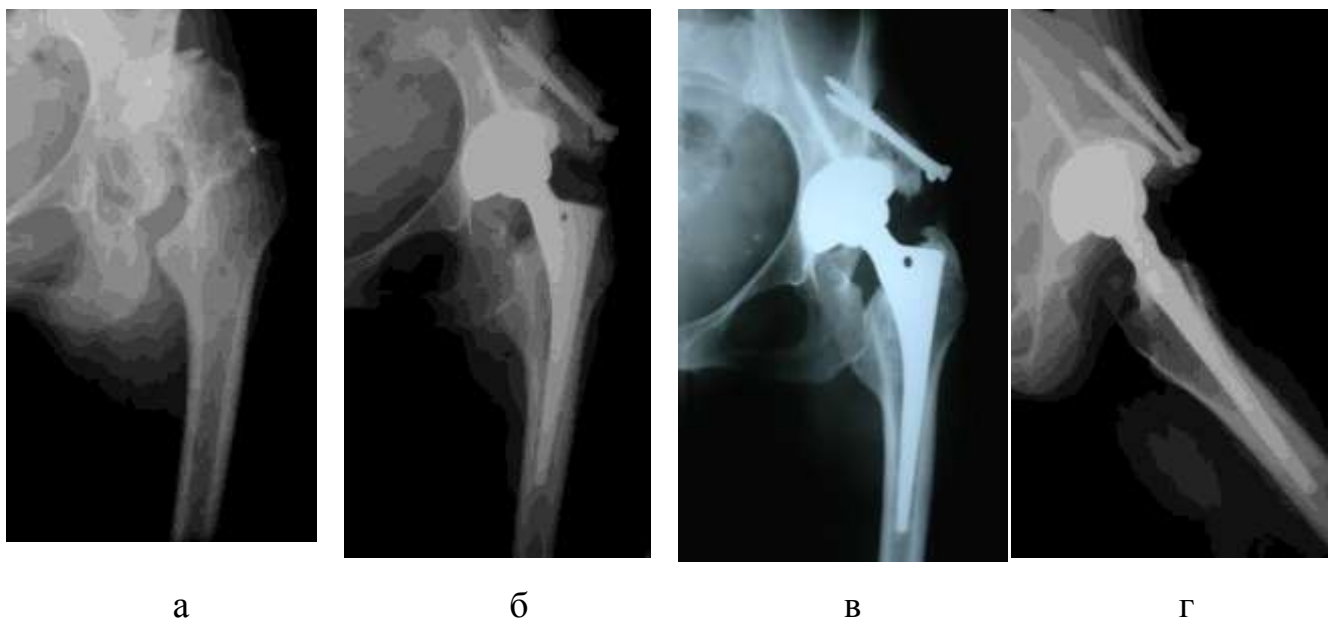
Рентгенограммы тазобедренного сустава больной Д., 41 года. Диспластический коксартроз до и после операции: а – подвывих головки бедренной кости вверх (Crowe III), выраженная краниолатеральная инклинация и уплощение вертлужной впадины, наружная ротация бедра. При планировании операции обращает внимание значительное недопокрытие вертлужного компонента; б, в – через 2 месяца после операции – костной пластики крыши вертлужной впадины, установки чашки бесцементной фиксации; г – через 4 года после операции – перестройка и ремоделирование костного трансплантата
